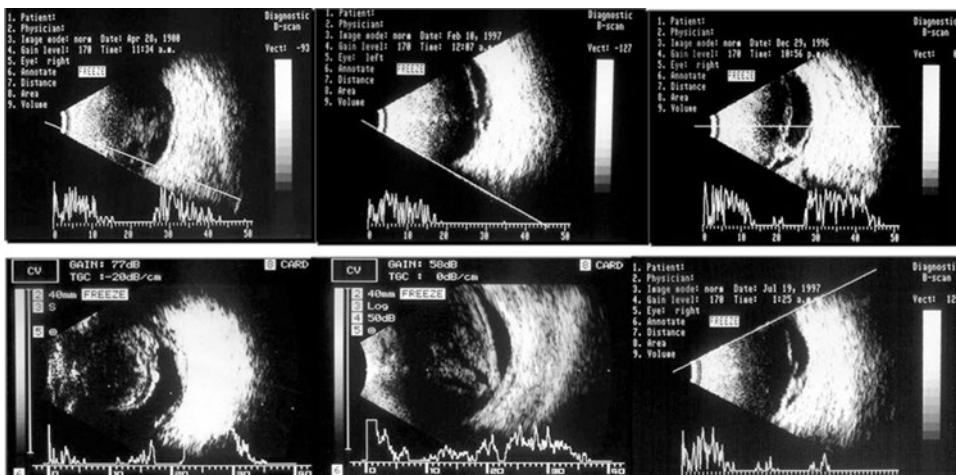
múltiples ecografías que nos permiten ver hemorragias vítreas y tracciones proliferativas.
